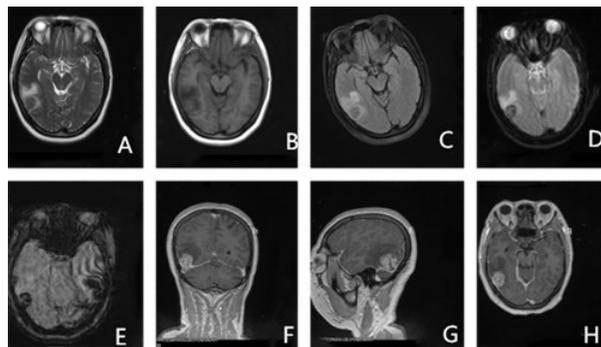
成人右侧颞枕叶朗格罕斯细胞组织增生症 MRI A~E. MRI 平扫,示右侧颞枕叶交界处结节样占位,大小约 1.9 cm×1.4 cm,邻近脑实质见指状水肿区,右侧侧脑室受压略变形, T<sub>2</sub>WI(A)、T<sub>1</sub>WI(B)、Flair 序列(C)、DWI 序列(E)均呈等信号; F~H. 增强扫描,右侧颞枕叶交界处结节影呈明显不均匀强化,周缘及内部可见环状、斑片状未强化区,位置表浅,邻近硬膜增厚强化,右侧大脑半球硬膜增厚强化,周缘可见片状水肿区
